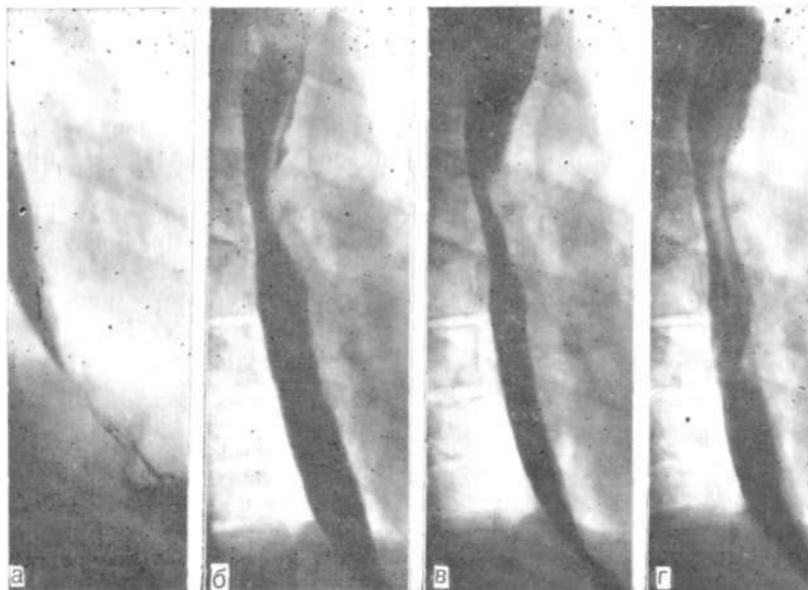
Рентгенограммы контрастированного пищевода в правой косо́й проекции. Небольшое сужение дистальных сегментов пищевода в начальной стадии кардиоспазма.
